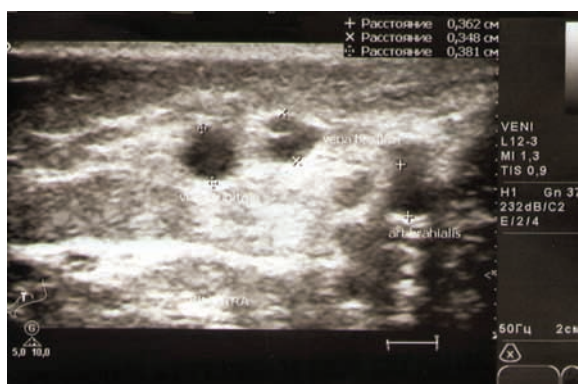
Imaginea Duplex ecografic. Diametrul a.brahialis(a) și sistemului venos(b) în regiunea cubitală.
